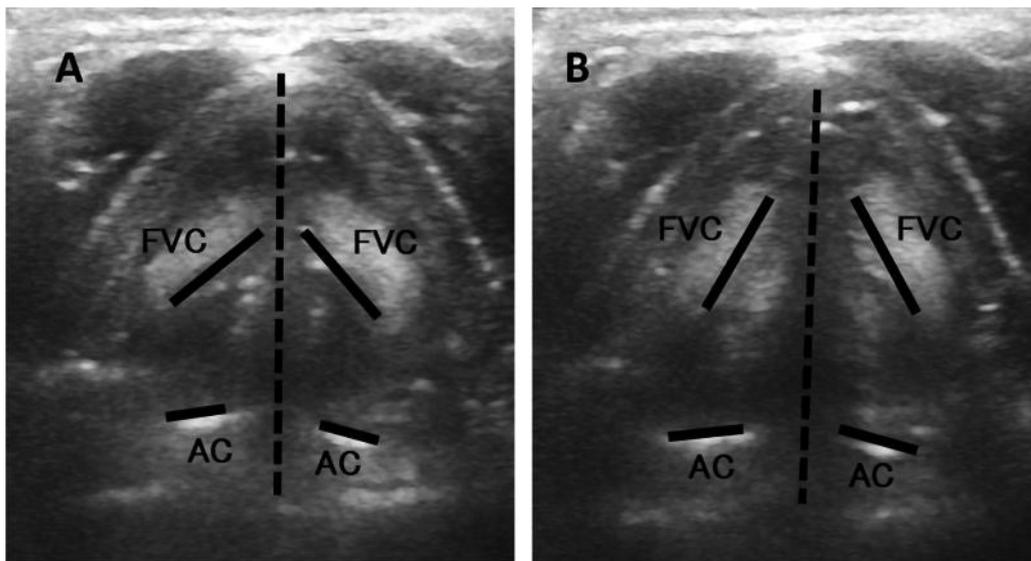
経皮的喉頭超音波検査で見た正常な仮声帯と披裂軟骨の動き
